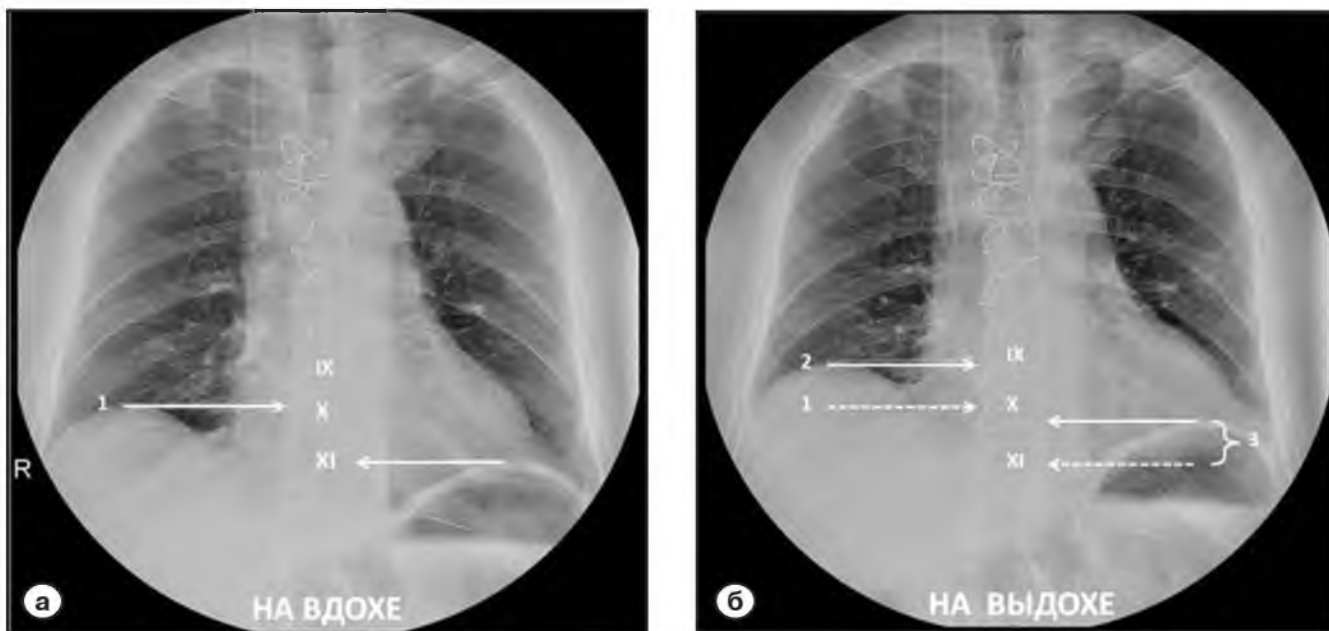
Измерение подвижности куполов диафрагмы на двух последовательных снимках, с глубоким вдохом (а) и полным выдохом (б). Цифровая рентгенография органов грудной клетки в вертикальном положении в прямой задней проекции. 1- стояние купола диафрагмы относительно тела грудного позвонка при вдохе; 2- стояние купола диафрагмы относительно тела грудного позвонка при выдохе; 3- амплитуда движения купола диафрагмы.
